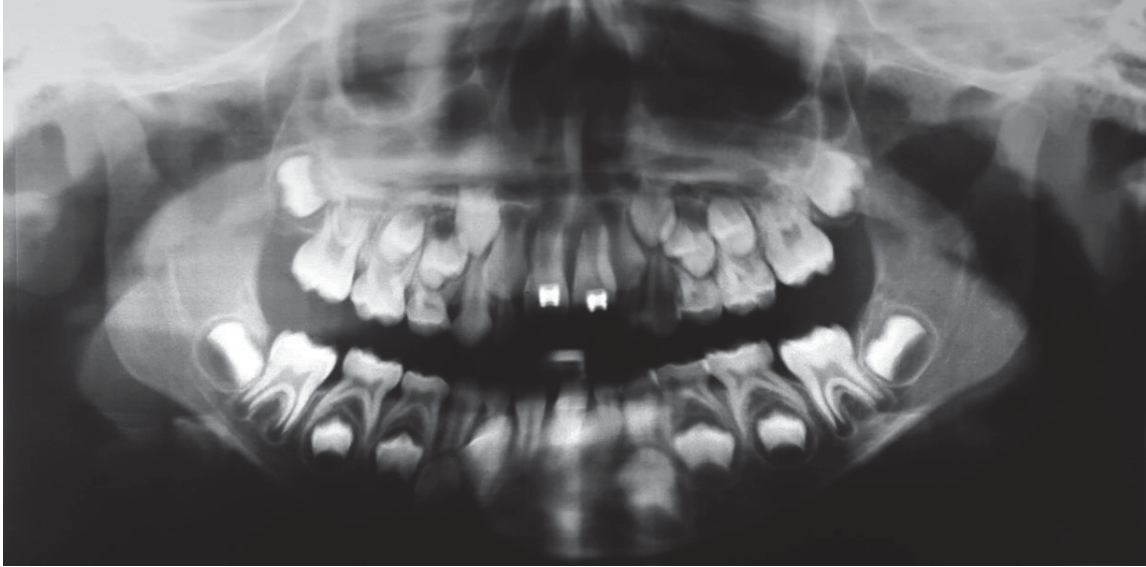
Radiografia panorâmica pós-remoção das placas de fixação de titânio.
